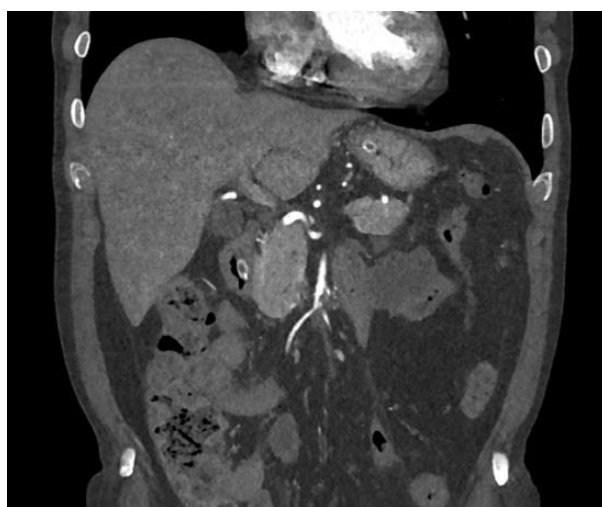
КТ-ангиография. Фронтальный срез
